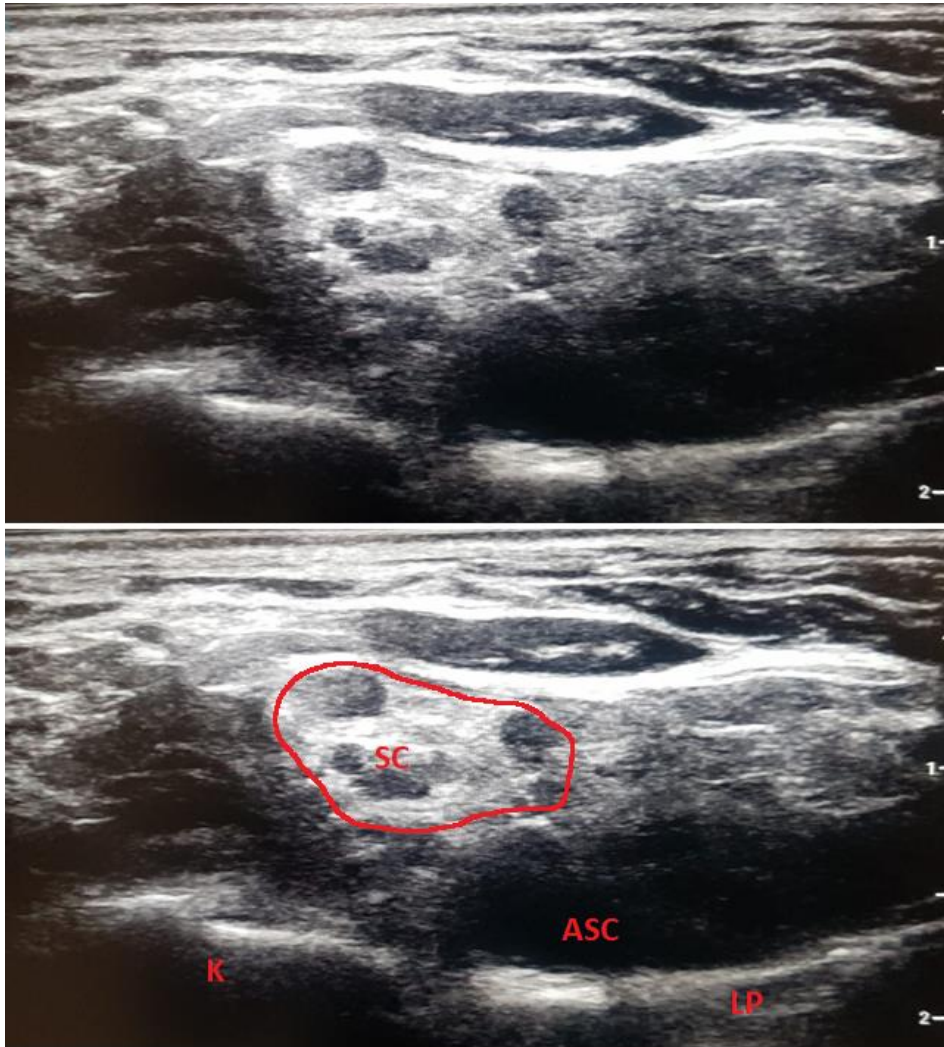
Vue échographique du bloc suprasclaviculaire, ASC = artère sous-clavière, K = 1^{ère} côte, LP = ligne pleurale, SC = zone du bloc supraclaviculaire
